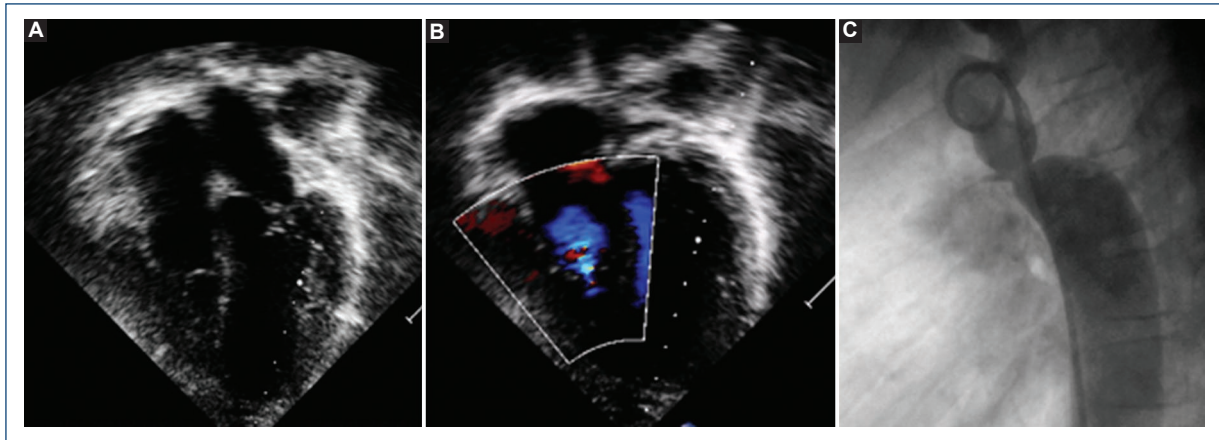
A y B: ecocardiograma transtorácico, adosamiento y desplazamiento apical de la valva septal y posterior de la tricúspide, insuficiencia tricúspide leve. C: angiografía en arco aórtico (proyección lateral izquierda), coartación aórtica yuxtaductal y persistencia del conducto arterioso muy pequeño.
